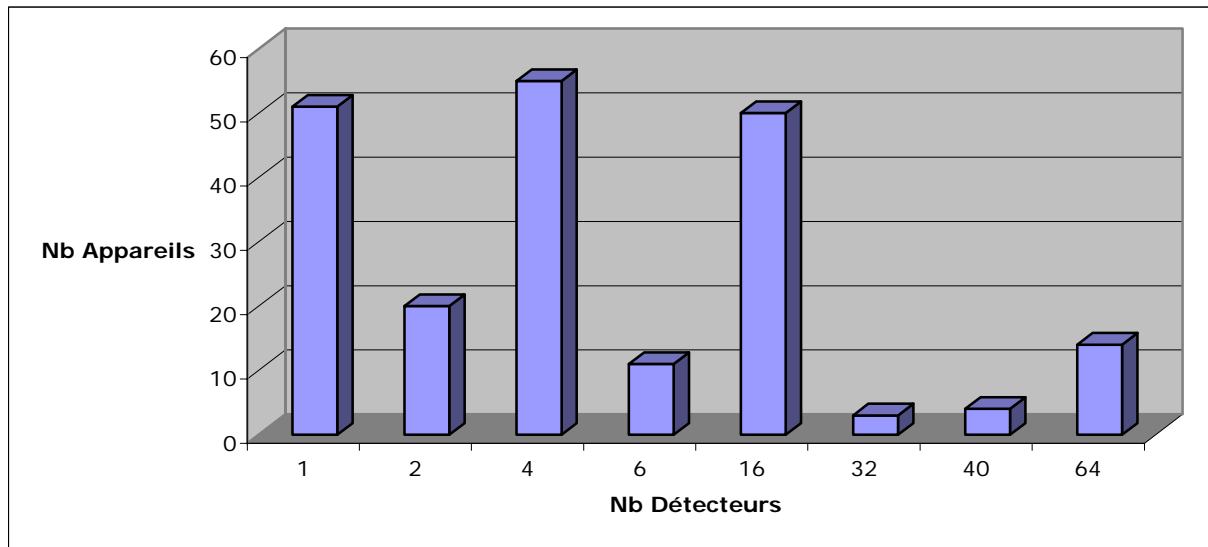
Nombre d'appareils du parc CT belge identifiés par rapport au nombre de détecteurs, témoin de l'évolution technique de l'appareillage.
